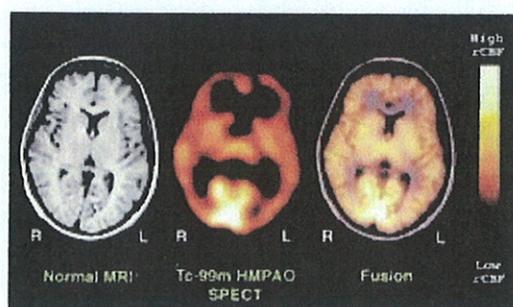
IRM de patient bipolaire superposée à l'imagerie du flux sanguin cérébral d'un patient bipolaire en phase dépressive. Les structures anatomiques sont normales, mais le flux sanguin est diminué dans la zone du cortex préfrontal.
